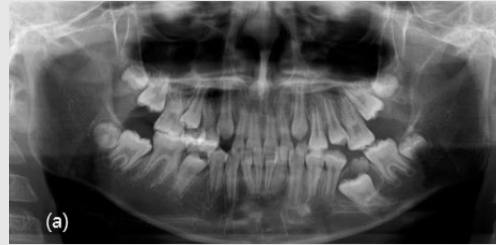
(a) 10세 남아에서 하악 좌측 제1대구치의 맹출을 방해하는 치아종 (b) 초진시 CBCT상에 치아종과 제1대구치의 치근이 심하게 만곡되어 있고 치근단의 완성이 보인다 (c) 치아종과 제1대구치를 제거하였다.
